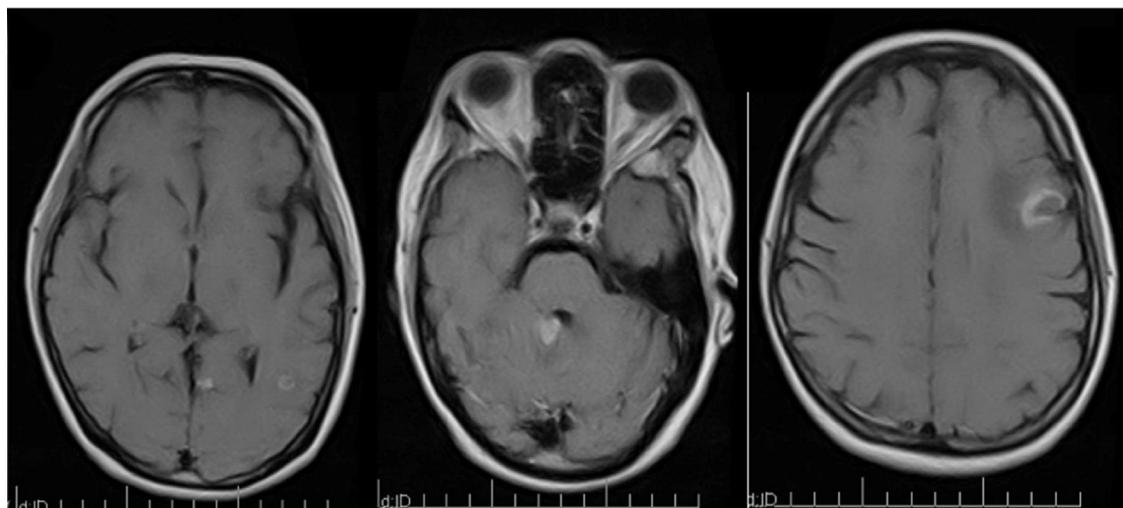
Resonancia magnética de cerebro, secuencias contrastadas axiales.
